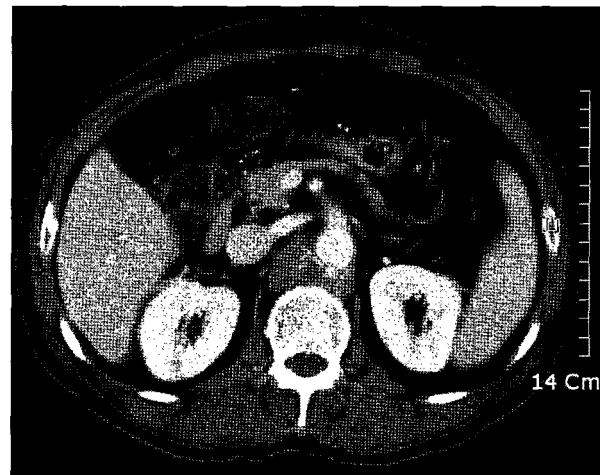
Preoperative abdominal CT showed suspicious mycotic aneurysm with abscess.
